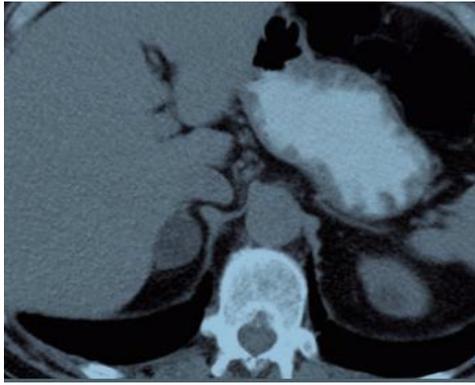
TDM abdominale : adénome
